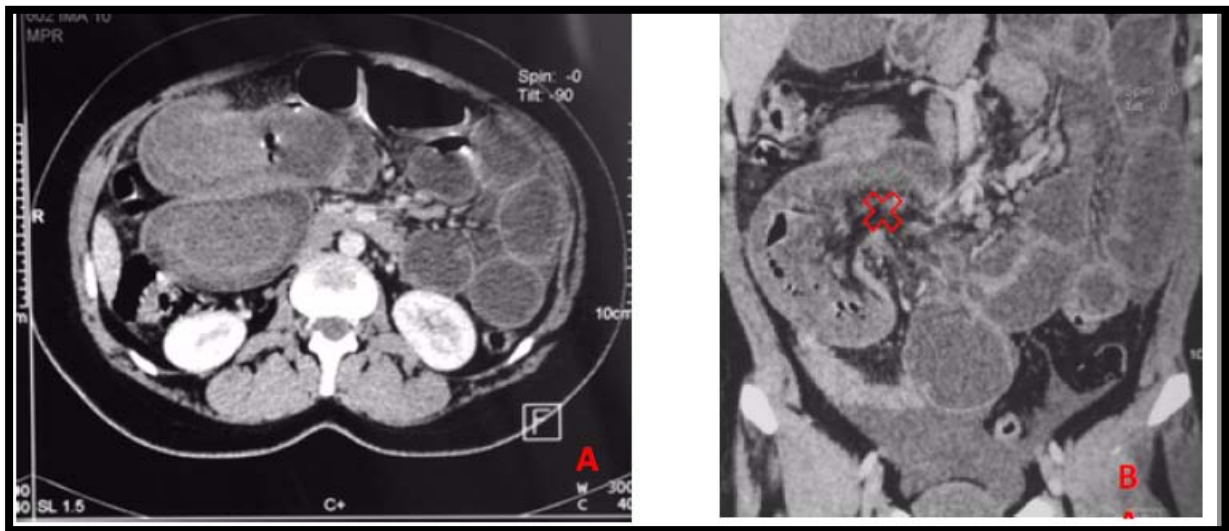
TDM C+ coupes axiale et coronale : occlusion sur invagination intestinale
